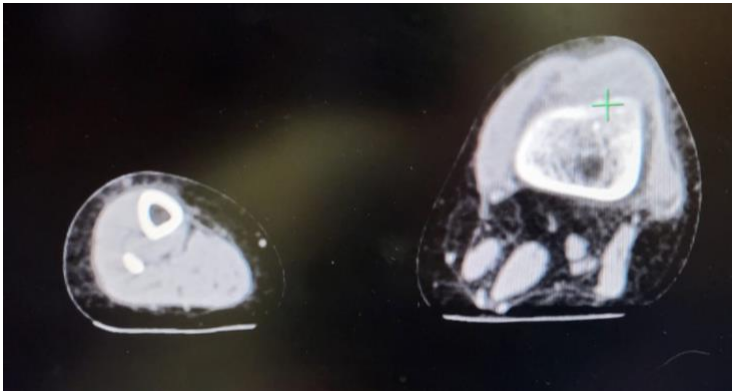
Imagen por tomografía computarizada, corte transversal del tercio distal de fémur derecho e izquierdo de dos pacientes con artropatía hemofílica de rodilla.
